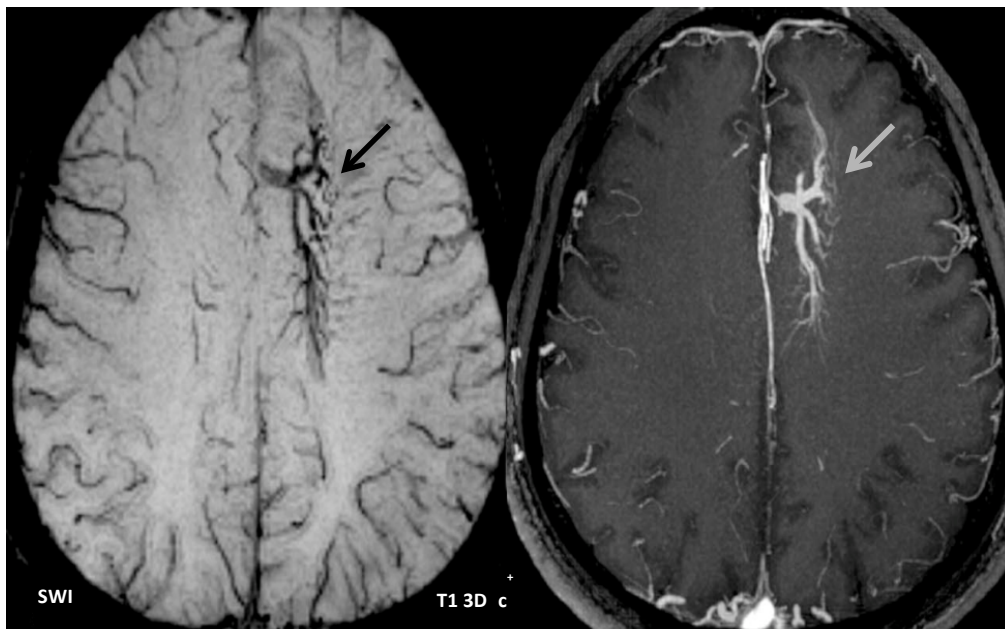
Anomalia venosa de desenvolvimento, onde se observa o aspeto característico de “cabeça de medusa” em SWI e comparativamente numa imagem RM T1 3D com contraste. Adaptado de⁽²⁹⁾.
